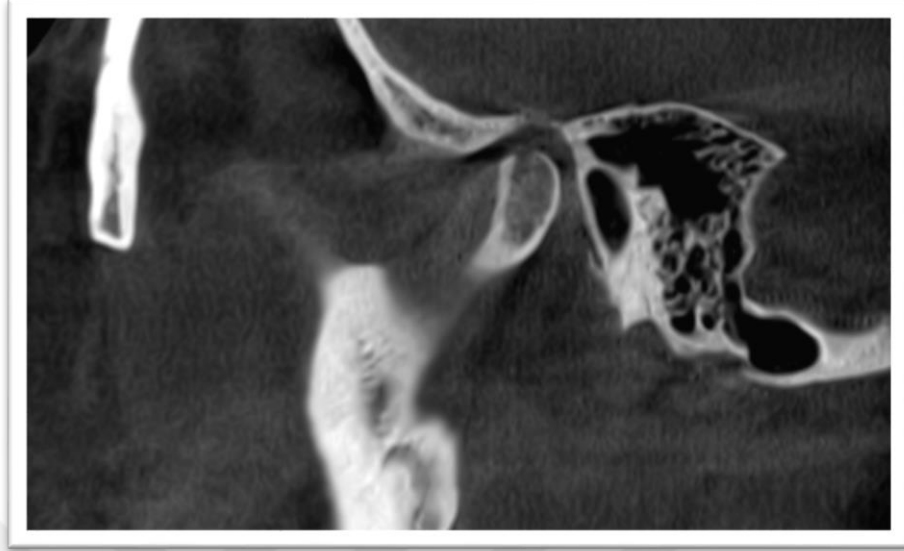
CBCT sagital kesit, artiküler eminenste düzleşme
